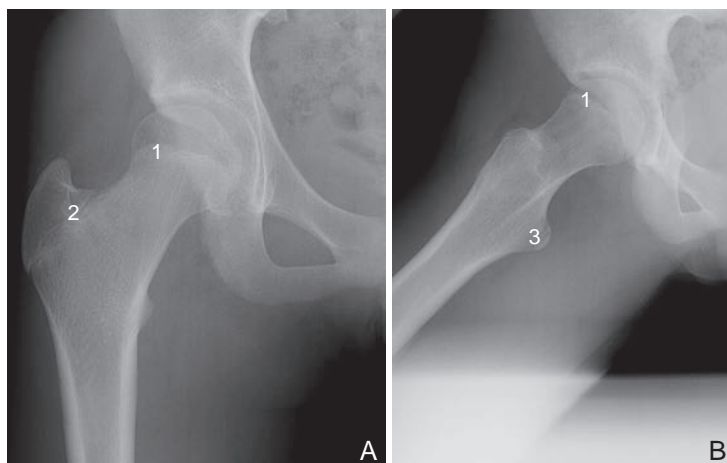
Radiographie de hanche de face et de profil chez un enfant de 14 ans montrant les différentes zones physisaires.
